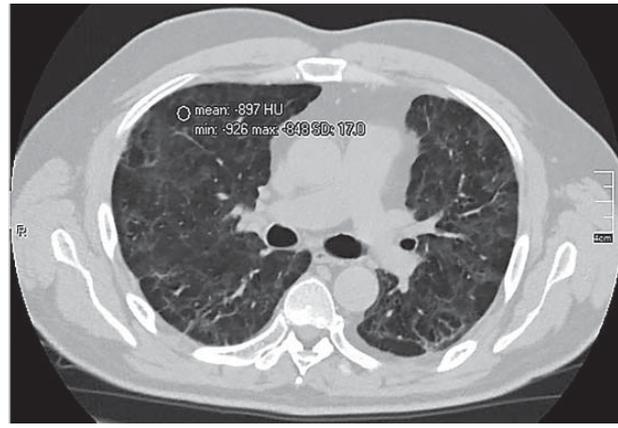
КТ ОГК хворого А. через 2 міс. Аксіальний зріз
